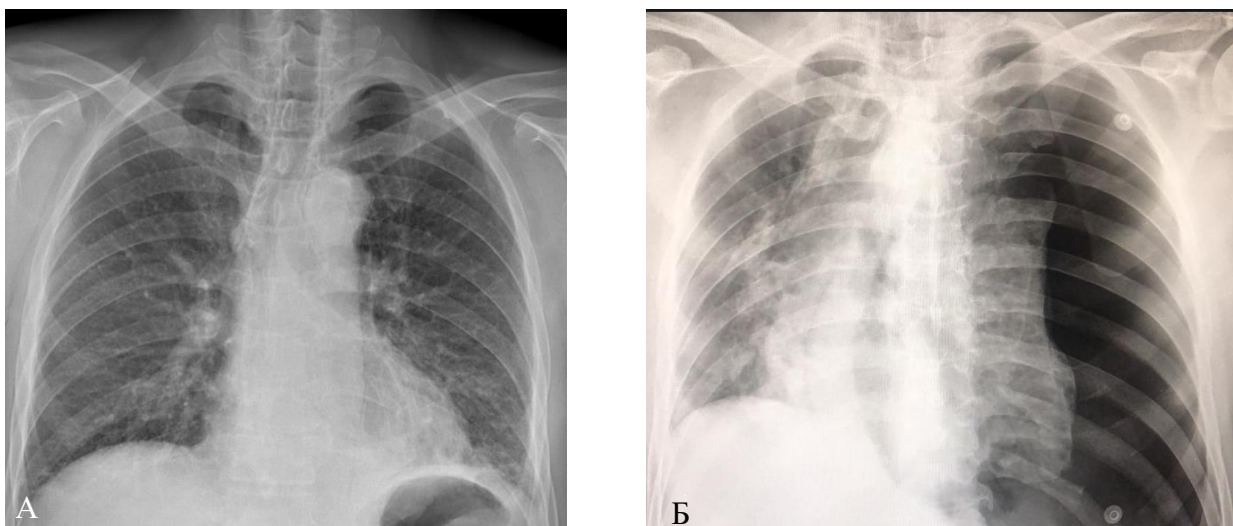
Обзорная рентгенография органов груди у пациента П: А – до выполнения эзофагоскопии, эмфизема средостения и эмфизема шеи; Б – после выполнения эзофагоскопии, напряженный левосторонний пневмоторакс
